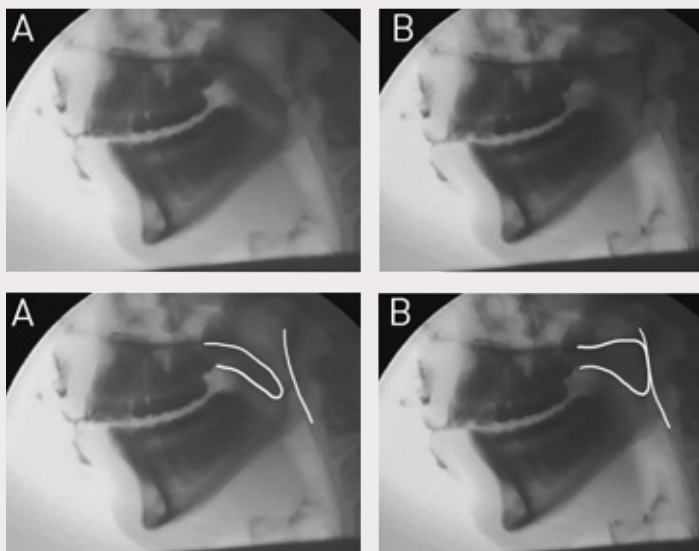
Videoradiografisk undersökning i lateral projektion av patient med normal talfunktion. (A) Velum i vilande läge. (B) God velofaryngeal slutning under tal. Velum sluter med bred kontakt mot den bakre svalgväggen. Radiopakt material, t.ex. ben och kontrast, tecknar sig mörkare i bilden vid genomlysningsundersökning.
